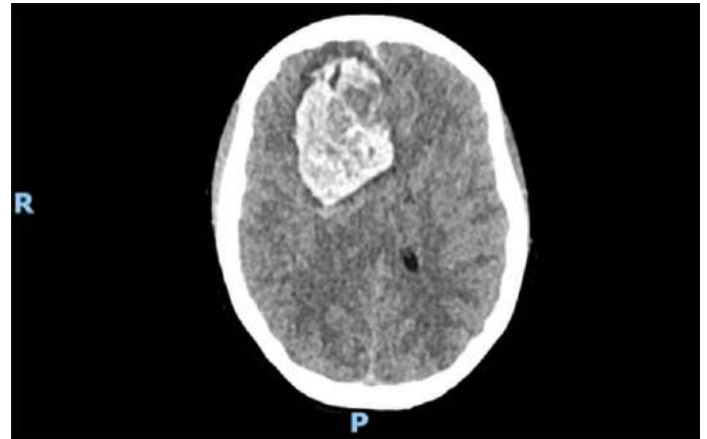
Tomografía computada de cráneo simple, que muestra una extensa zona de hemorragia que afecta, predominantemente, al lóbulo frontal y, en forma parcial, al temporal en el lado derecho, de 6.6 x 4.6 x 7.2 cm.
